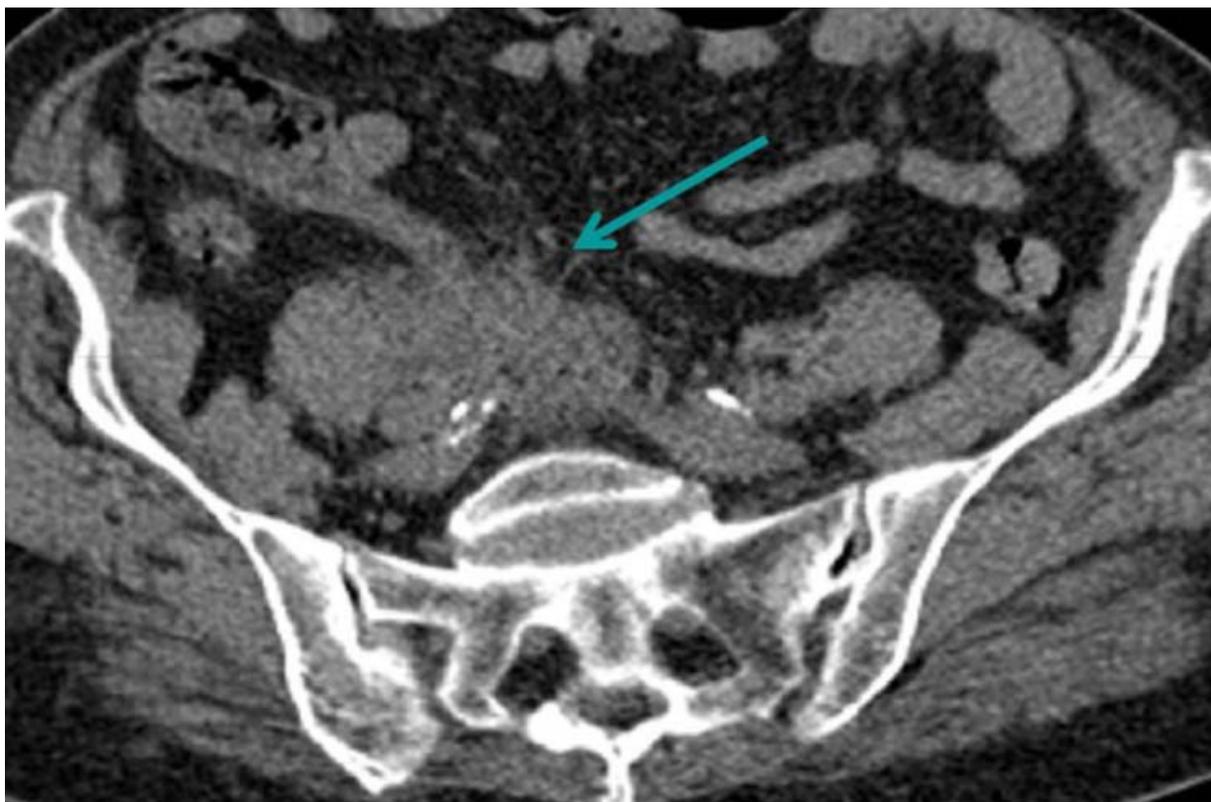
TDM abdominale en coupe axiale montrant l'agglutination des anses intestinales. [37]
